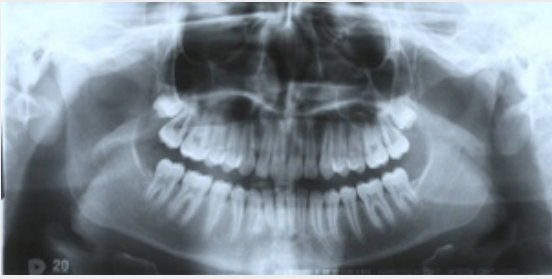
REGISTROS FINALES. ORTOPANTOMOGRAFÍA.
